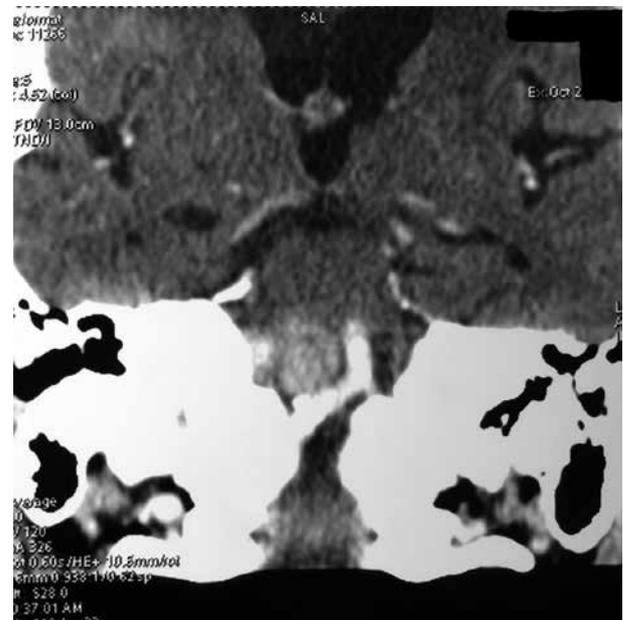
МСКТ головного мозга пациента С. до операции с контрастным усилением в коронарной проекции. Опухоль прилежит к правой позвоночной и основной артериям
